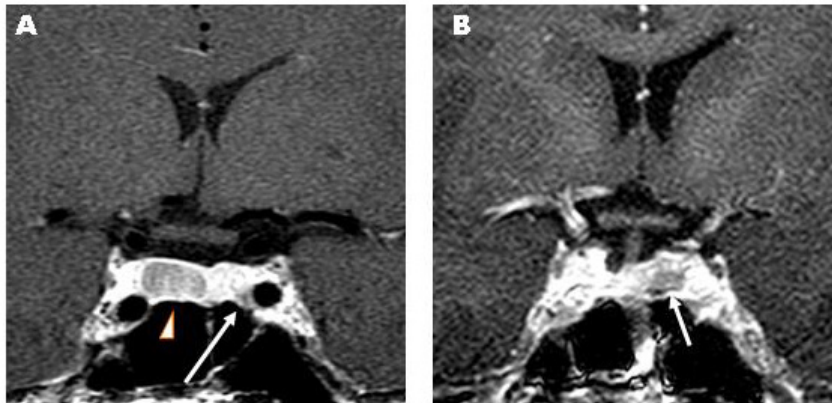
Two separate pituitary tumors on Sellar Magnetic resonance image (MRI), coronal view. (A) Preoperative sellar MRI shows 1.1 × 0.7 cm sized pituitary adenoma on right sellar wing (arrowhead), and 0.3 cm sized another pituitary adenoma on the left (arrow). (B) Postoperative sellar MRI shows 0.7 × 0.6 cm sized growing state another tumor previously existed (arrow) as shown above.
